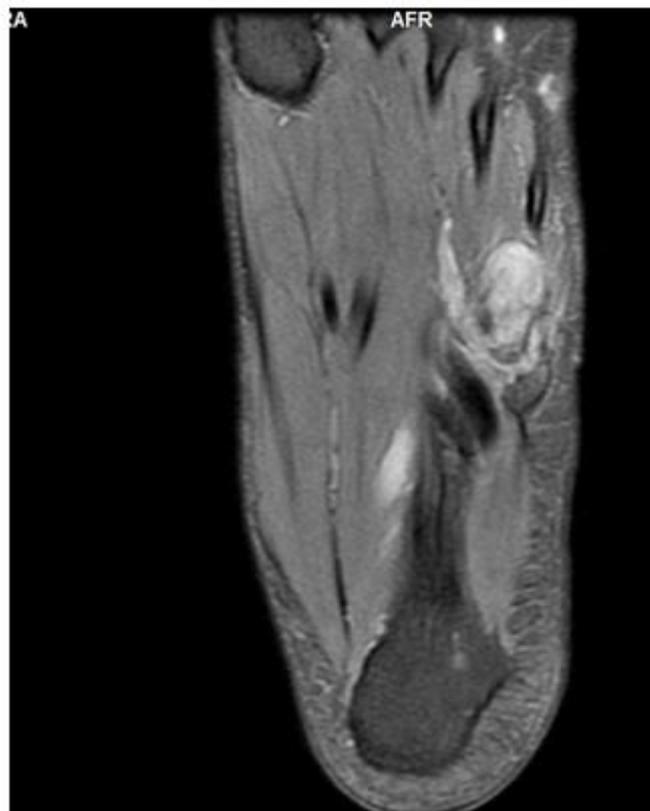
Ressonância magnética do pé em corte sagital, sequência T1 pós-contraste demonstrando lesão sólida na base do 5º metatarso.
